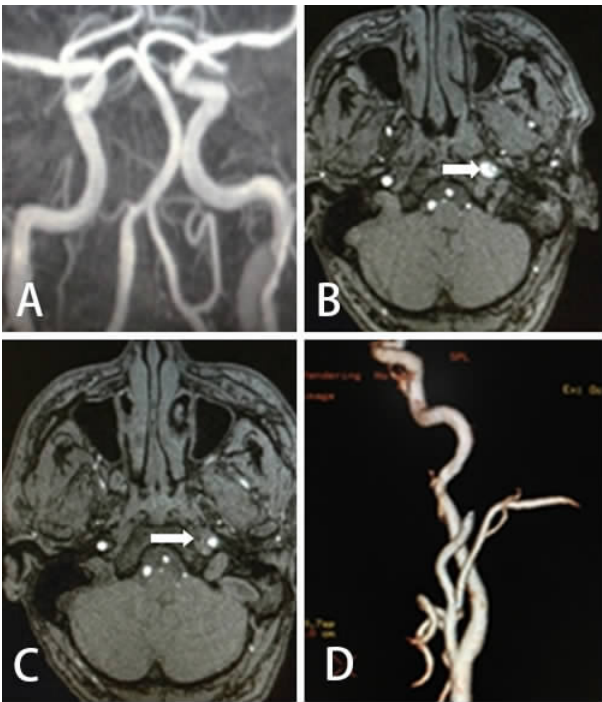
1 例左侧颅外段颈内动脉夹层患者治疗前后影像学图 A. 治疗前 MRA 可见真腔和假腔;B. 治疗前头颅 MRI 示真腔明显狭窄,周围是呈高信号的半月形壁内血肿(↑示);C. 治疗(阿司匹林 100 mg/d+氯吡格雷 75 mg/d)3 个月, MRI 示壁内血肿的信号由高信号变为等信号(↑示);D. 治疗(阿司匹林 100 mg/d+氯吡格雷 75 mg/d)3 个月, MRA 示病变血管狭窄明显减轻
